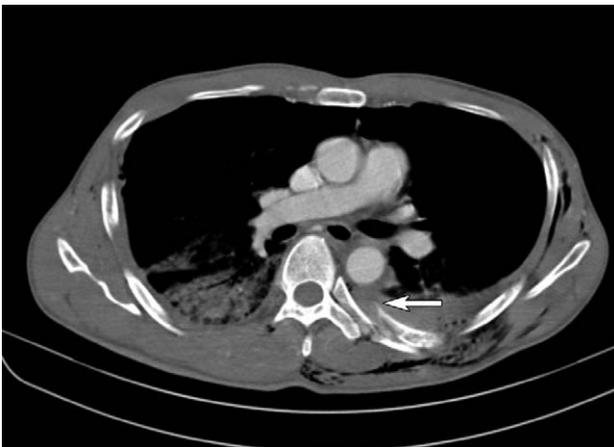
Initial chest computed tomography (arrow: sharp edge of the fractured rib, Lt. 6<sup>th</sup>).
